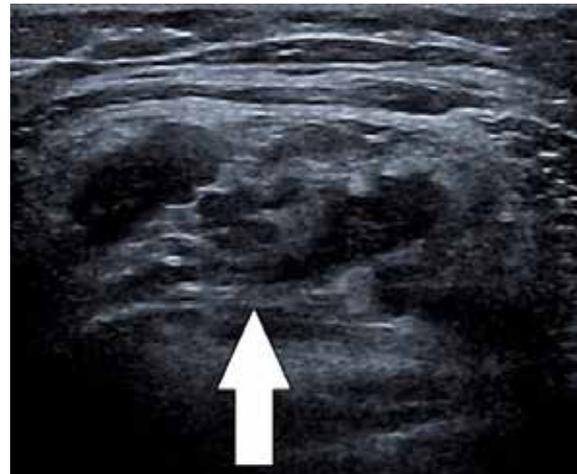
Ecografía que muestra una formación nodular heterogénea y parcialmente definida en el músculo glúteo medio derecho (flecha blanca).
